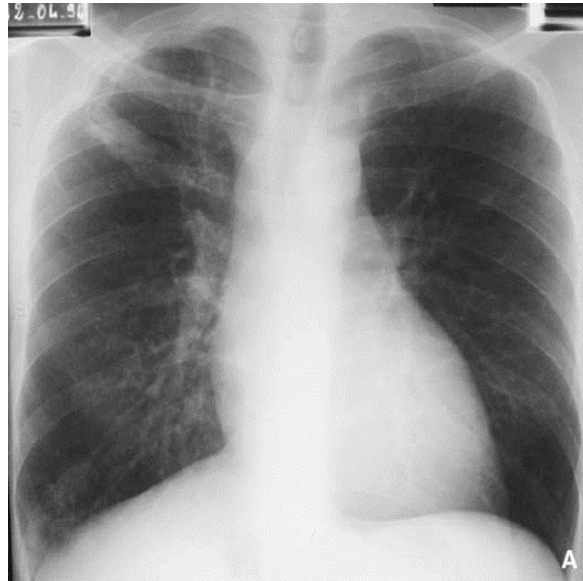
Volumineuse cavité de l’apex difficile à analyser en radiographie compte tenu des superpositions osseuses. Micronodules disséminés dans le champ pulmonaire droit et correspondant à une dissémination bronchogène.
